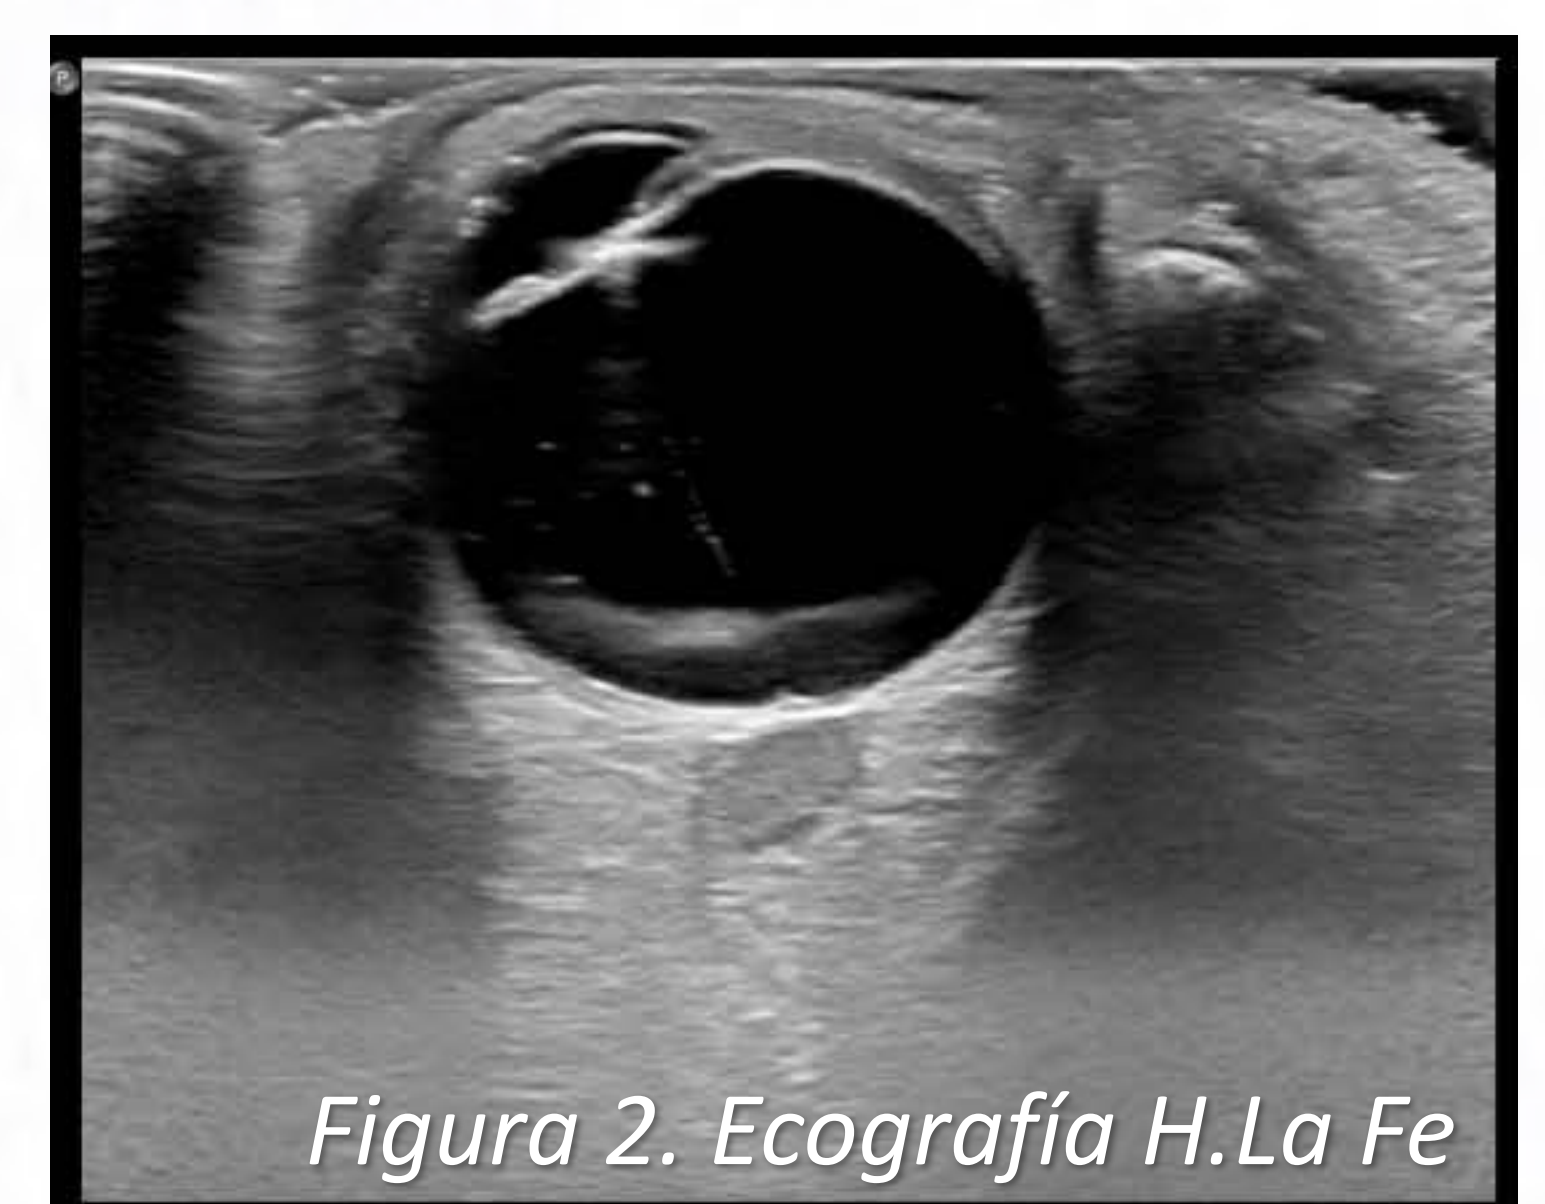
Ecografía H.La Fe
